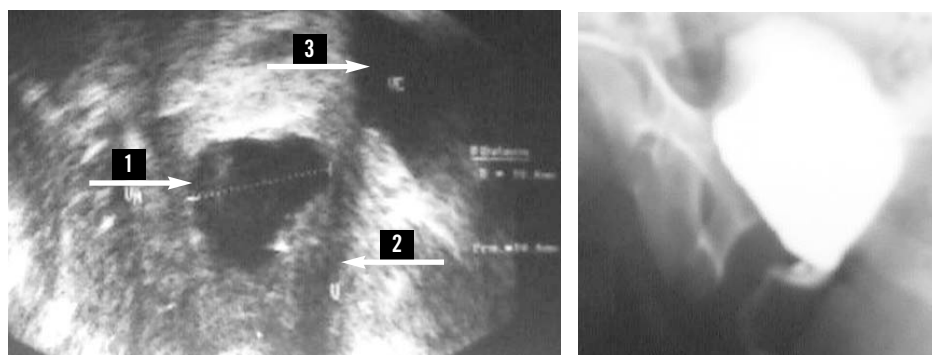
Ecografía transvaginal. Flecha 1: quiste; flecha 2: uretra desplazada; flecha 3: vejiga.
